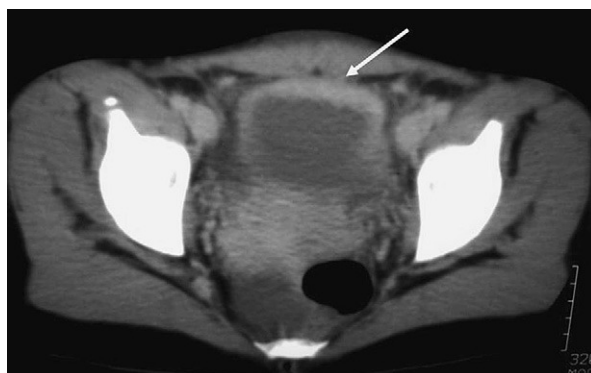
Tomografía computarizada de abdomen con contraste en la que se aprecia engrosamiento de la pared vesical anterior y pequeña cantidad de líquido libre en fondo de saco de Douglas.
